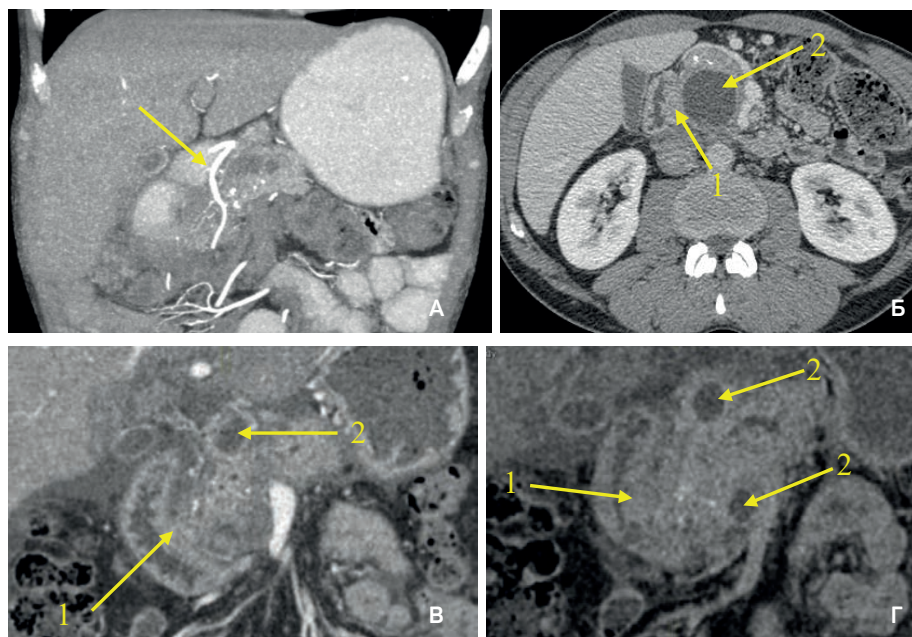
(А-Г). МСКТ больных ХП, осложненном КВТ ДПК, до операции.
